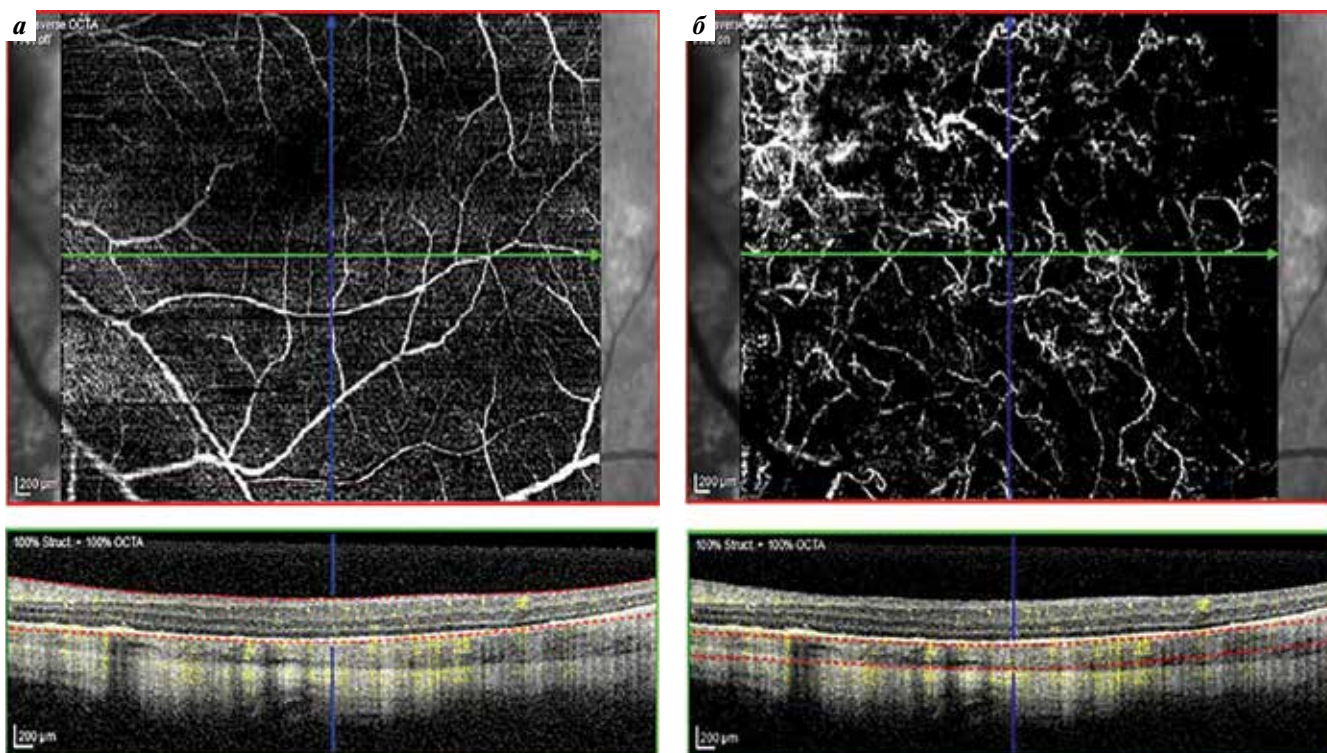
Оптическая когерентная томография–ангиография макулярной зоны левого глаза пациентки К., 49 лет. Сегментация на уровне сетчатки (а) и хориоидеи (б)
